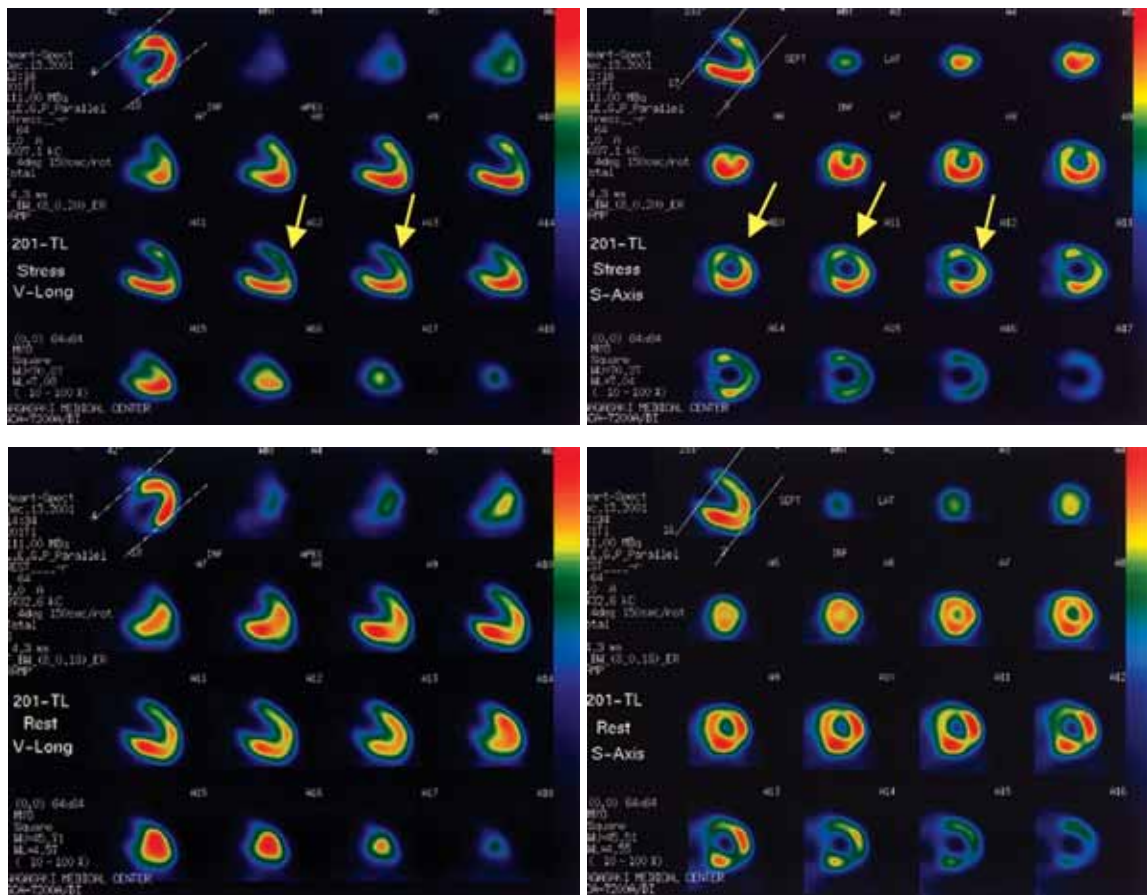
Thallium myocardial SPECT. Ischemic change was detectable in the anterior wall and ventricular septum at exercise but disappeared on reperfusion. A
